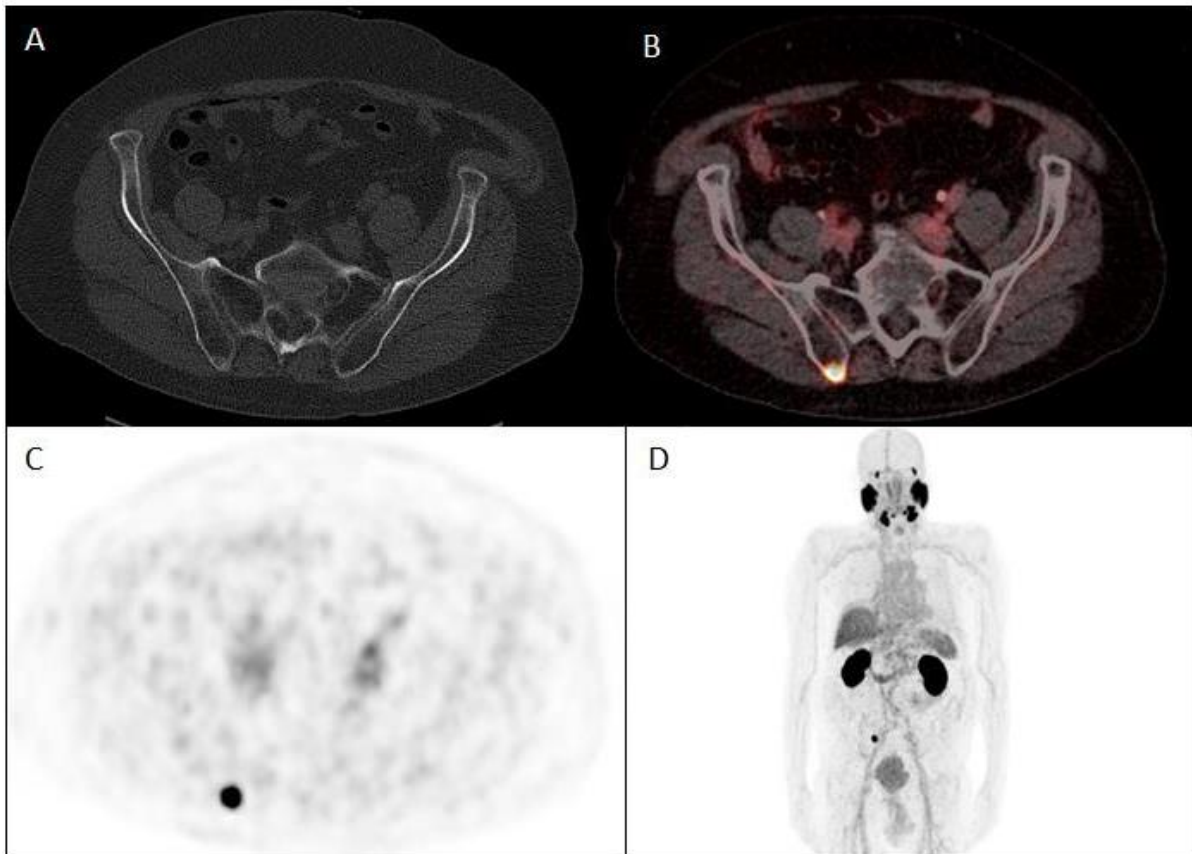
^{68}Ga -PSMA-617-PET/CT-Bild eines 78-jährigen Patienten 13 Jahre nach RP (2004, GSC 9, pT3a pN0 RX) und steigendem PSA-Wert von 1,13 ng/ml.
